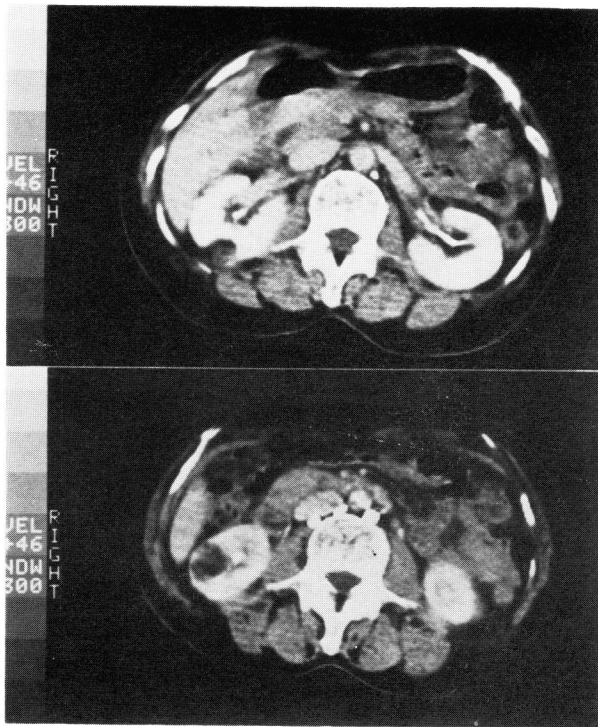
CT scan showing 2 small masses involving the right kidney. Note the low density of the masses
